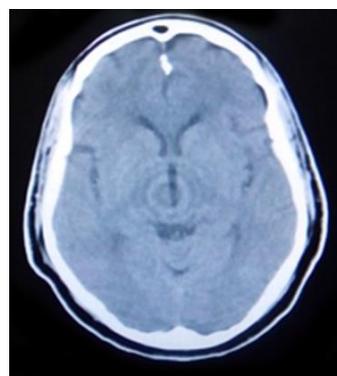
Tomografía evolutiva.
